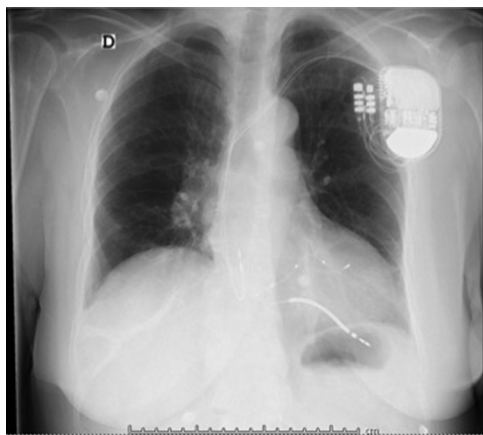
Radiografía de tórax, proyección AP. Se observa el electrodo activo aparentemente fuera del corazón.
